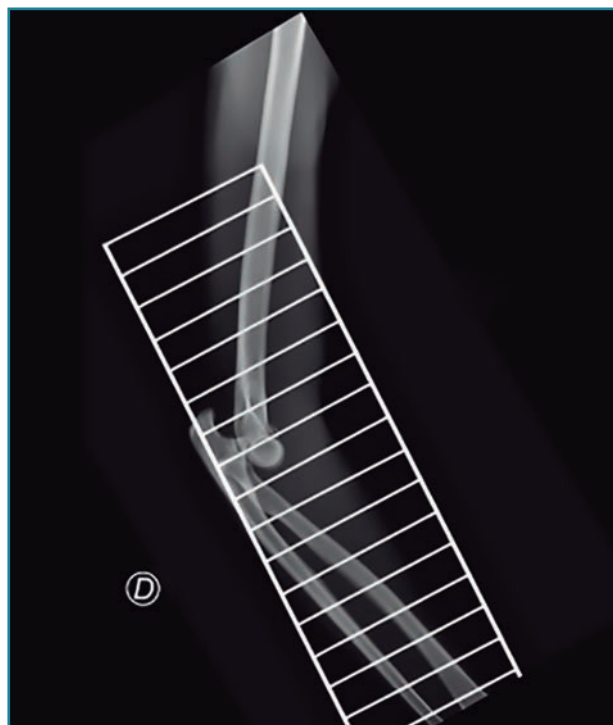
Radiografía inicial realizada el 26/08/2017.
